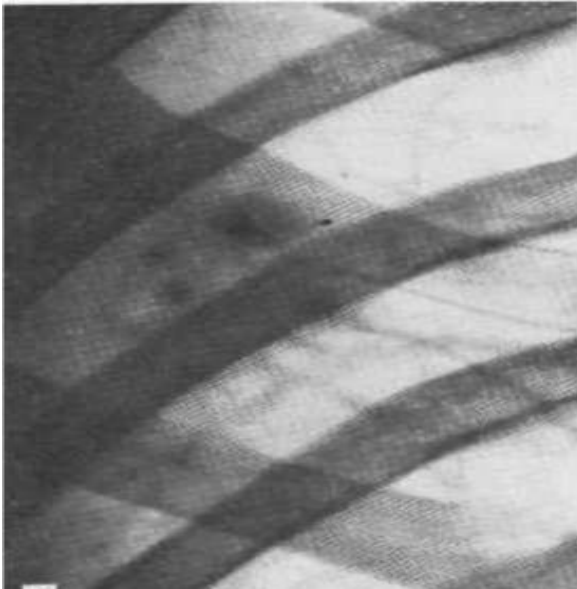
Фрагмент оглядової рентгенограми. Вогнищевий туберкульоз.
